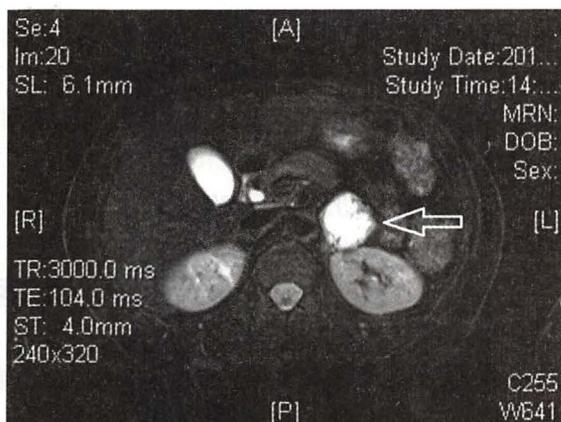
左嗜铬细胞瘤 MRI  $T_2$  加权影像
